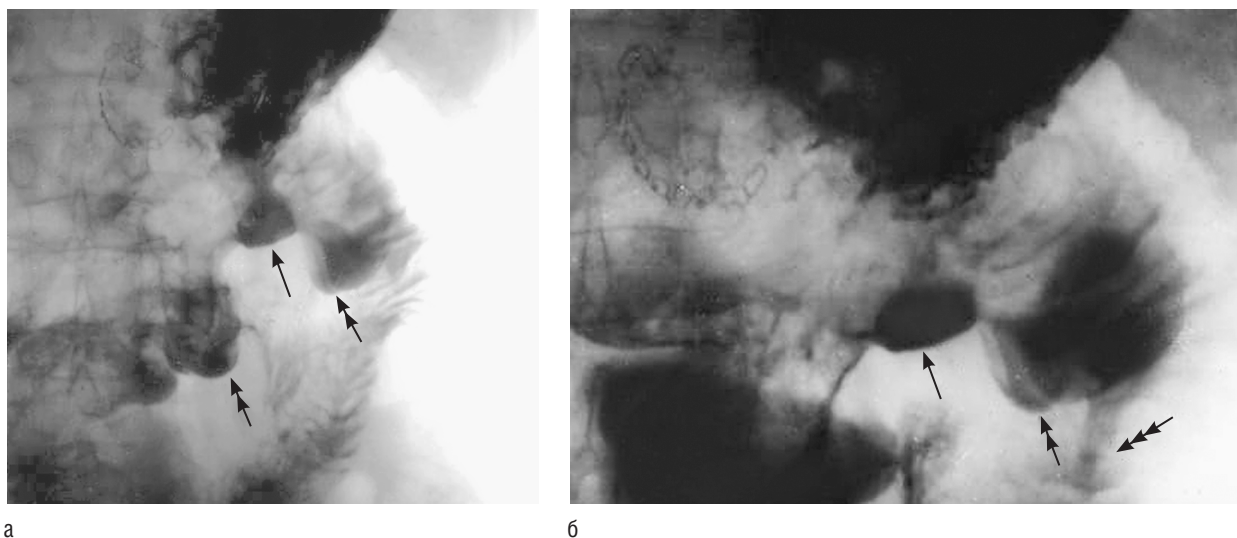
Рентгенограммы той же пациентки через 4 года после резекции и ваготомии (*а, б*). Выявляется язвенная ниша 2,5 см в диаметре (одинарные стрелки), расположенная между двумя карманами (двойные стрелки). Сужение тощей кишки дистальнее ниши на протяжении 1,5 см (тройные стрелки)
